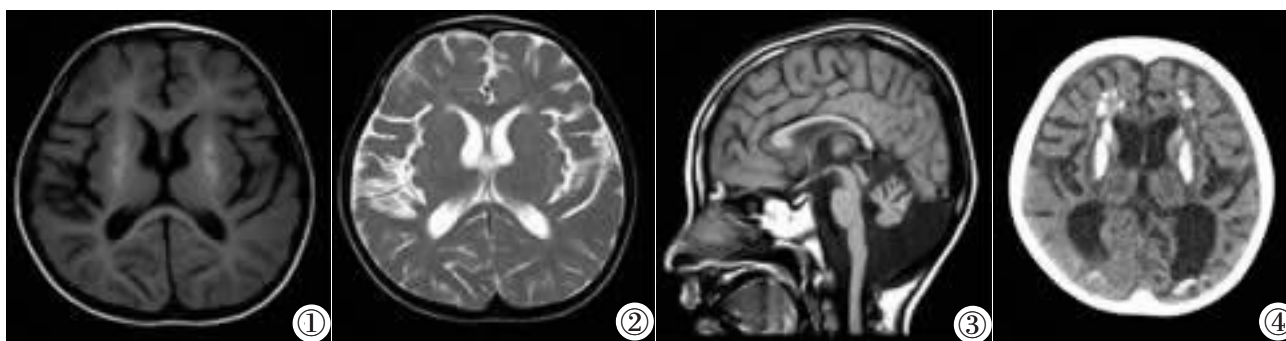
T₁WI 轴位: 双侧基底节区对称性 T₁WI 高信号; 脑沟及脑裂稍增宽加深。图 2 T₂WI 轴位: 双侧基底节区对称性 T₂WI 等信号。图 3 T₁WI 矢状位: 颅后窝池宽大、小脑蚓部细小、胼胝体扁薄、脑干细小。图 4 CT 轴位平扫: 两侧基底节区及侧脑室周围多发钙化灶, 两侧额颞顶硬膜下少量积液伴出血、颅骨增厚。
